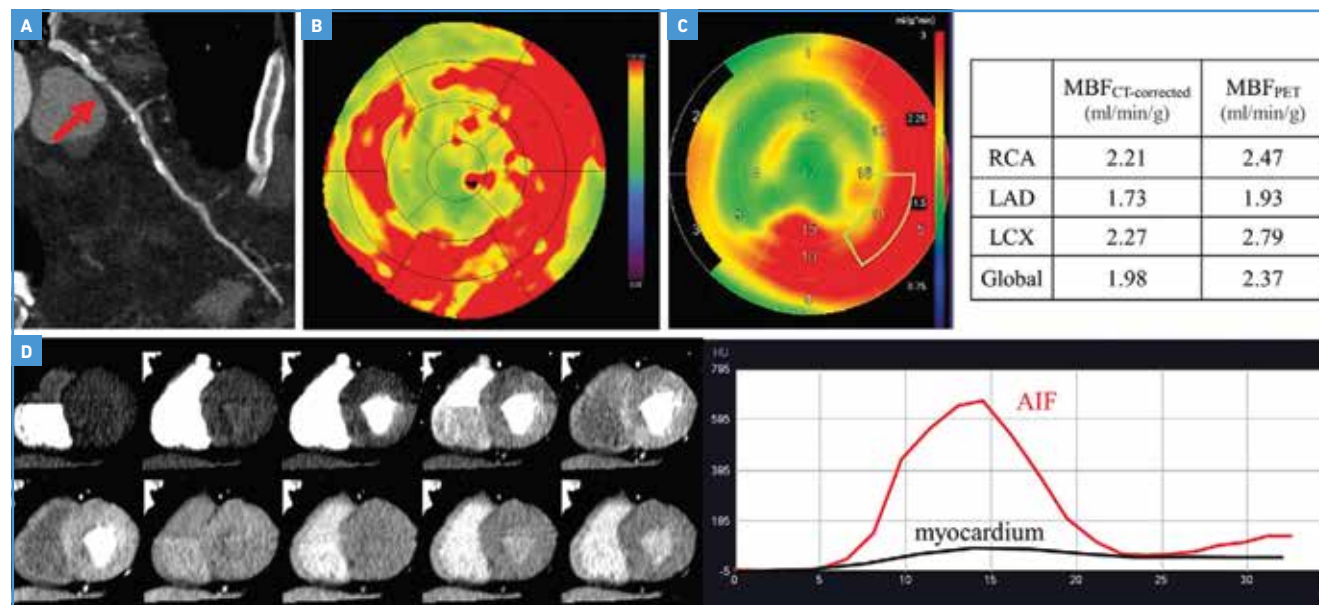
Exemple de scanner de perfusion au stress sous adénosine (d'après [13]). Images chez un homme de 72 ans atteint de diabète et d'hyperlipidémie. L'image de coroscanner montre une sténose sévère de l'IVA proximale (flèche rouge) (A). Les cartographies de flux de perfusion myocardique en scanner (MBF CT) (B) et de flux de perfusion myocardique en PET (MBF PET) (C) démontrent une distribution similaire de la perfusion anormale dans la paroi antéroseptale et l'apex correspondant à la sténose de l'IVA. Les images de scanner de perfusion au stress sous adénosine et la courbe temps-atténuation obtenues avec scanner de perfusion sont présentées (D).
